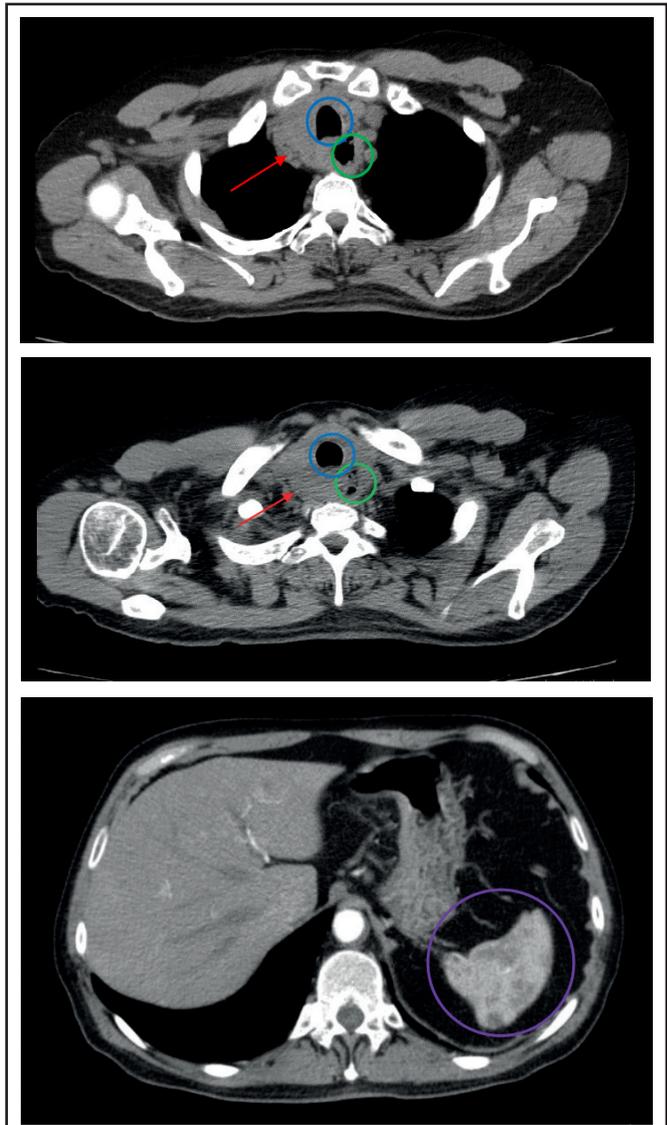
Tomografía computarizada sin contraste en un corte axial. 1 (A y B). Se evidencia una masa en el lóbulo tiroideo derecho (flecha roja) que ejerce efecto de masa sobre la tráquea (círculo azul) y el esófago (círculo verde), estenosando la luz de estas estructuras. 1C. Se evidencian múltiples lesiones hipodensas en el bazo sugestivas de metástasis esplénica (círculo morado). TC: Tomografía Computarizada
